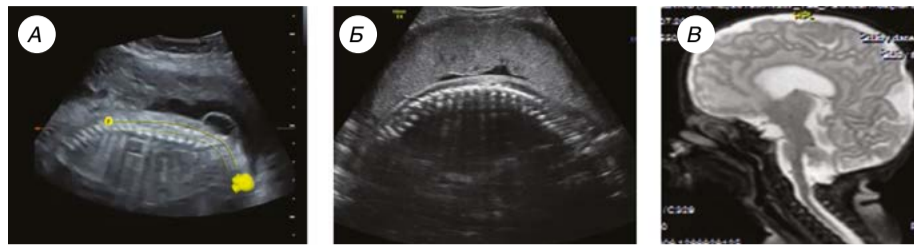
Визуализационные исследования: а — УЗИ до операции; б — УЗИ на 5-е сутки после операции; в — МРТ после рождения
